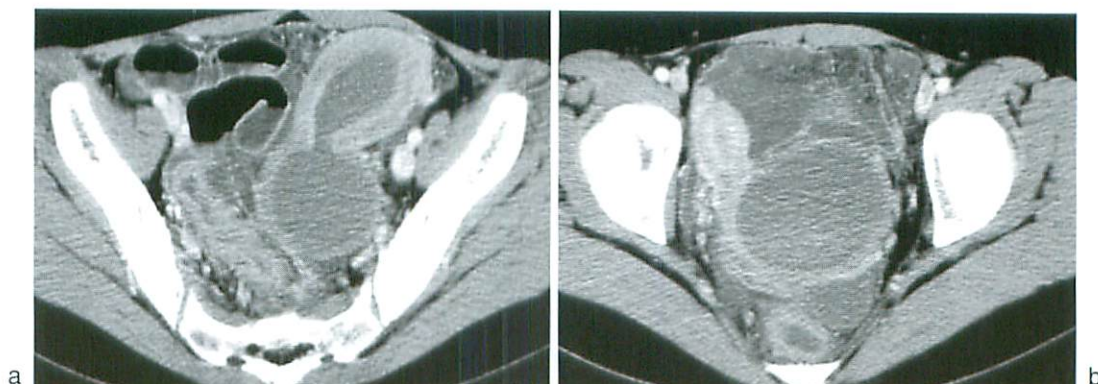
Enhanced abdominal CT scan
